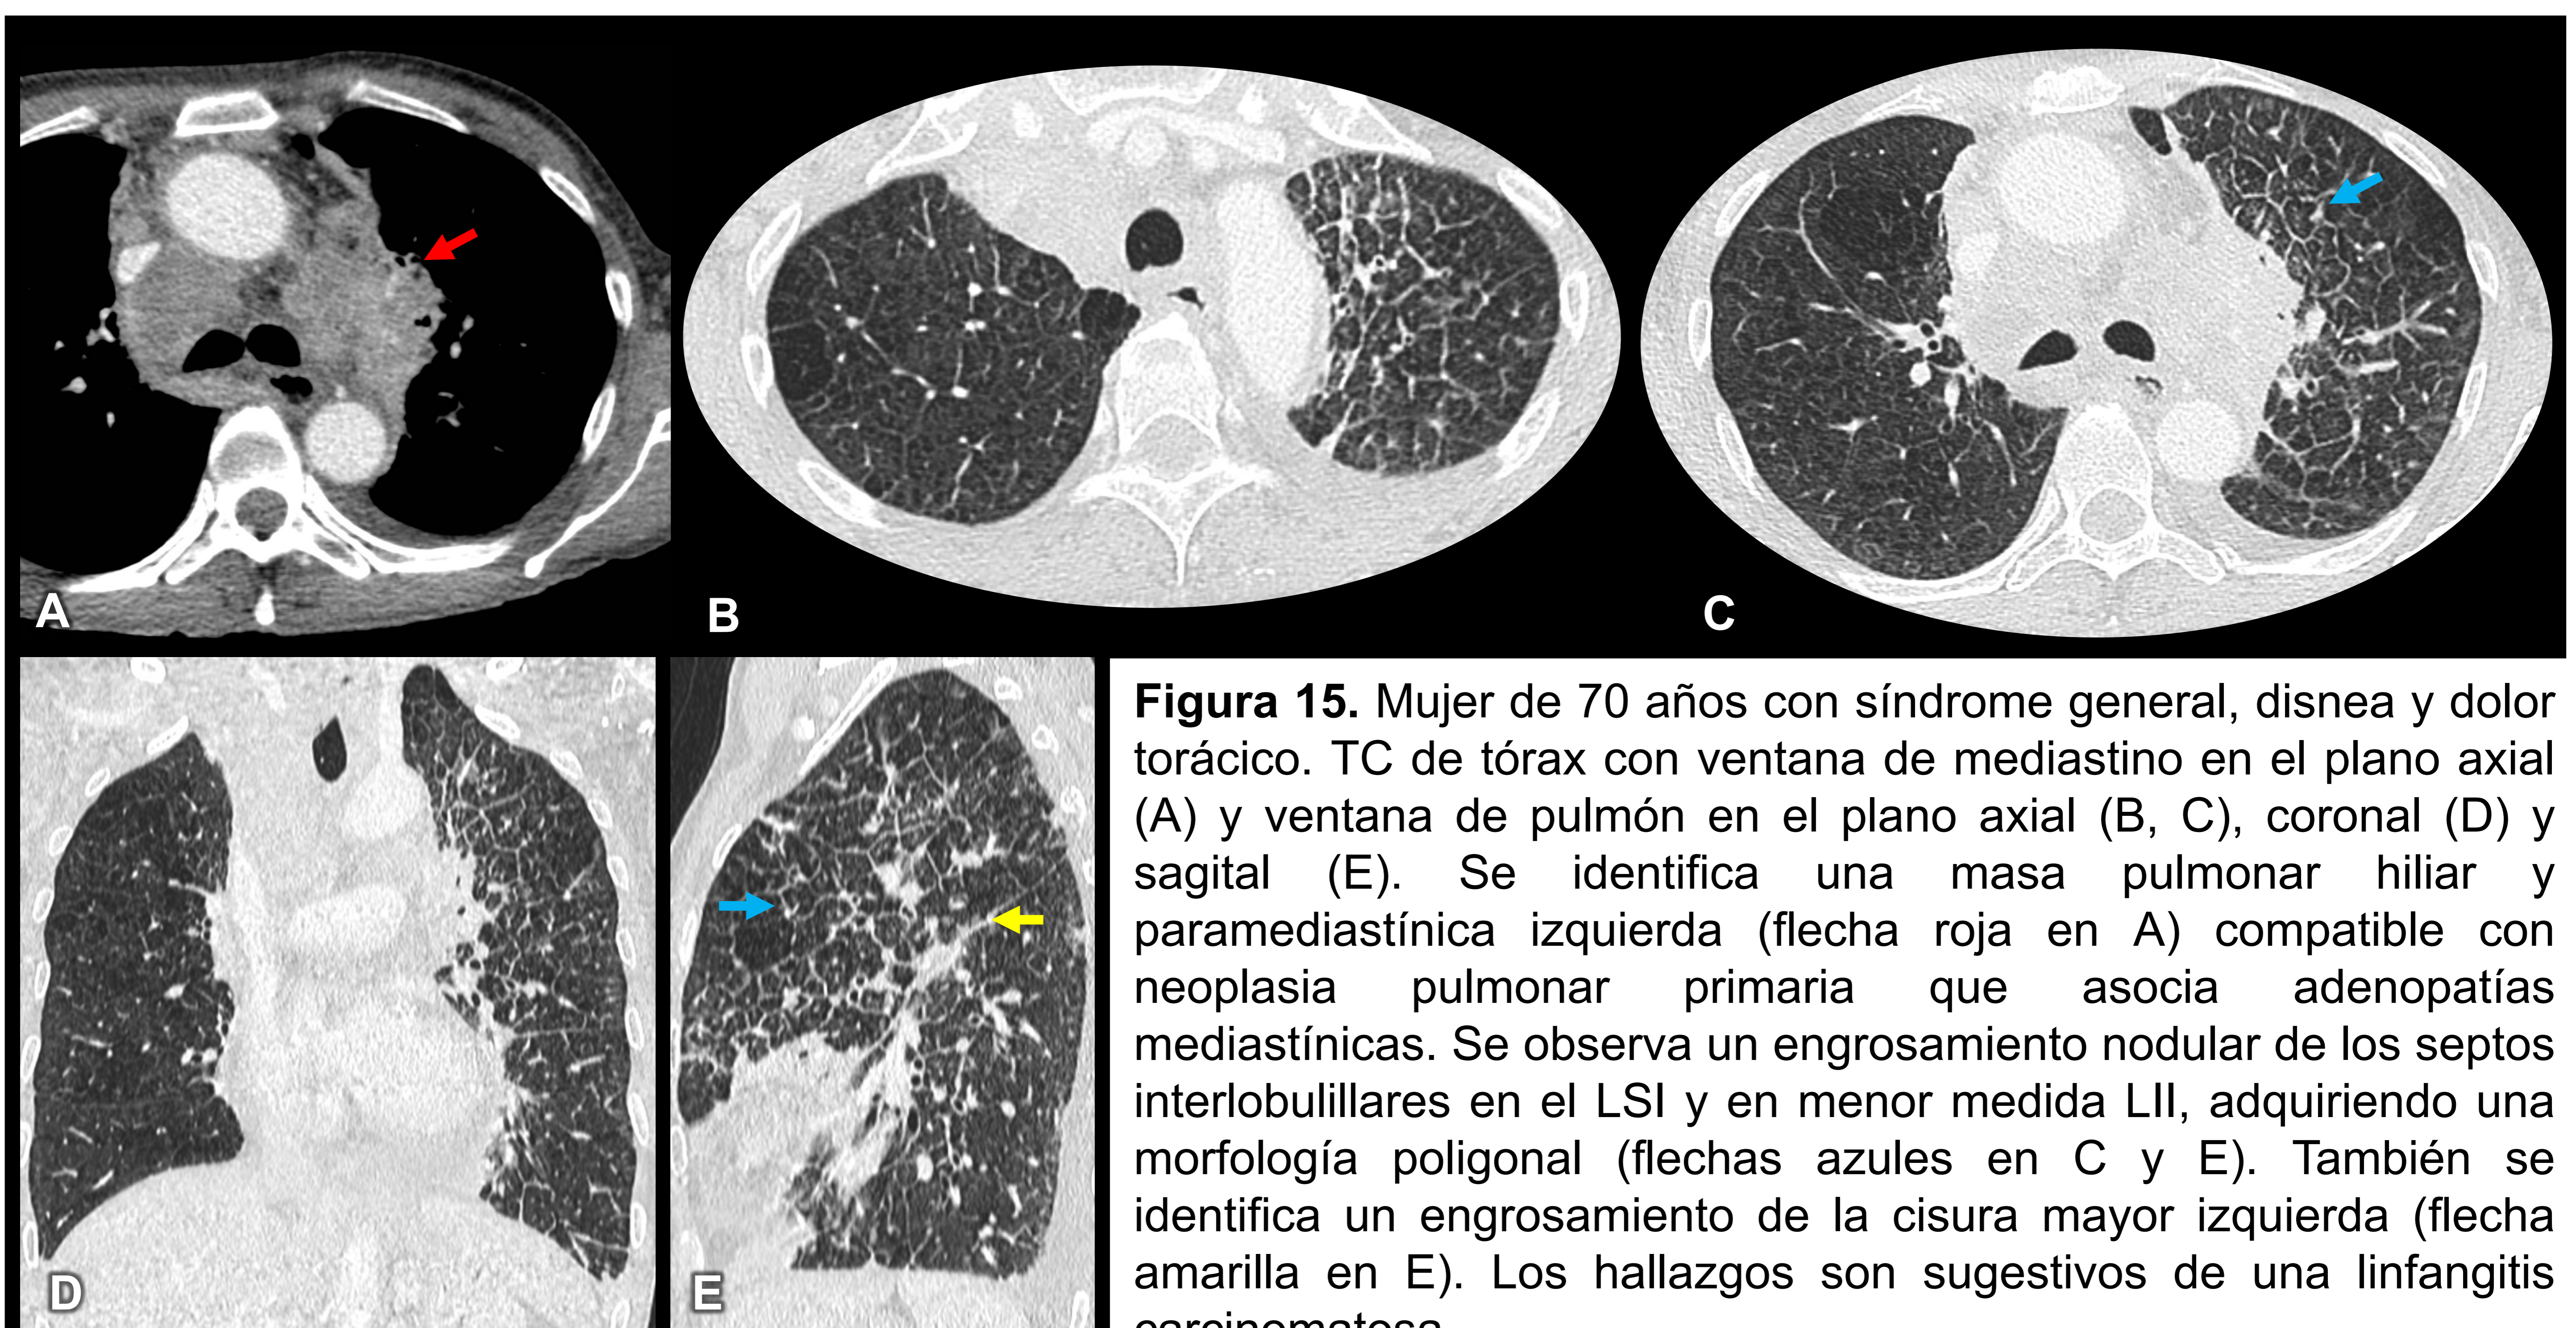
Mujer de 70 años con síndrome general, disnea y dolor torácico. TC de tórax con ventana de mediastino en el plano axial (A) y ventana de pulmón en el plano axial (B, C), coronal (D) y sagital (E). Se identifica una masa pulmonar hiliar y paramediastínica izquierda (flecha roja en A) compatible con neoplasia pulmonar primaria que asocia adenopatías mediastínicas. Se observa un engrosamiento nodular de los septos interlobulillares en el LSI y en menor medida LII, adquiriendo una morfología poligonal (flechas azules en C y E). También se identifica un engrosamiento de la cisura mayor izquierda (flecha amarilla en E). Los hallazgos son sugestivos de una linfangitis carcinomatosa.
